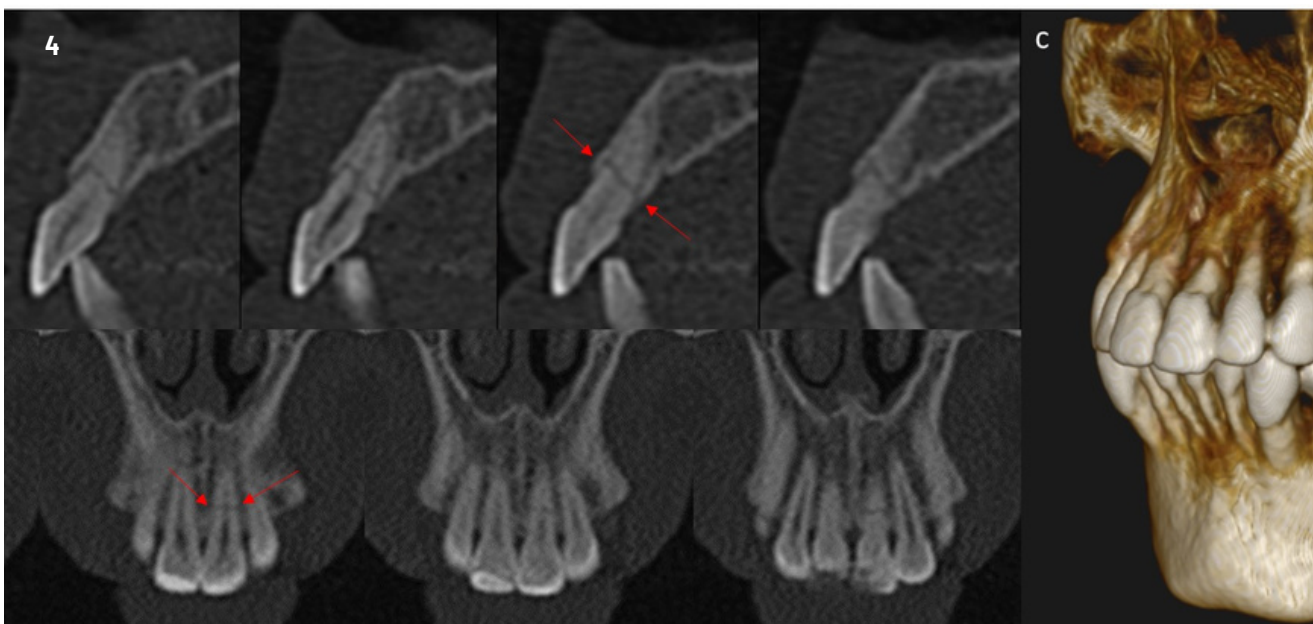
Radiografia panorâmica. Figura 3 - Radiografia periapical dos incisivos centrais superiores, mostrando linha radiolúcida na raiz do dente 21 compatível com fratura radicular oblíqua. Figura 4 - Sequência de cortes (a) sagitais e (b) coronais da TC Multidetectors, e (c) reconstrução 3D, evidenciando a fratura transversal oblíqua completa na raiz do dente 21. Figura 5 - Etapa de seleção da cor com escalas.
